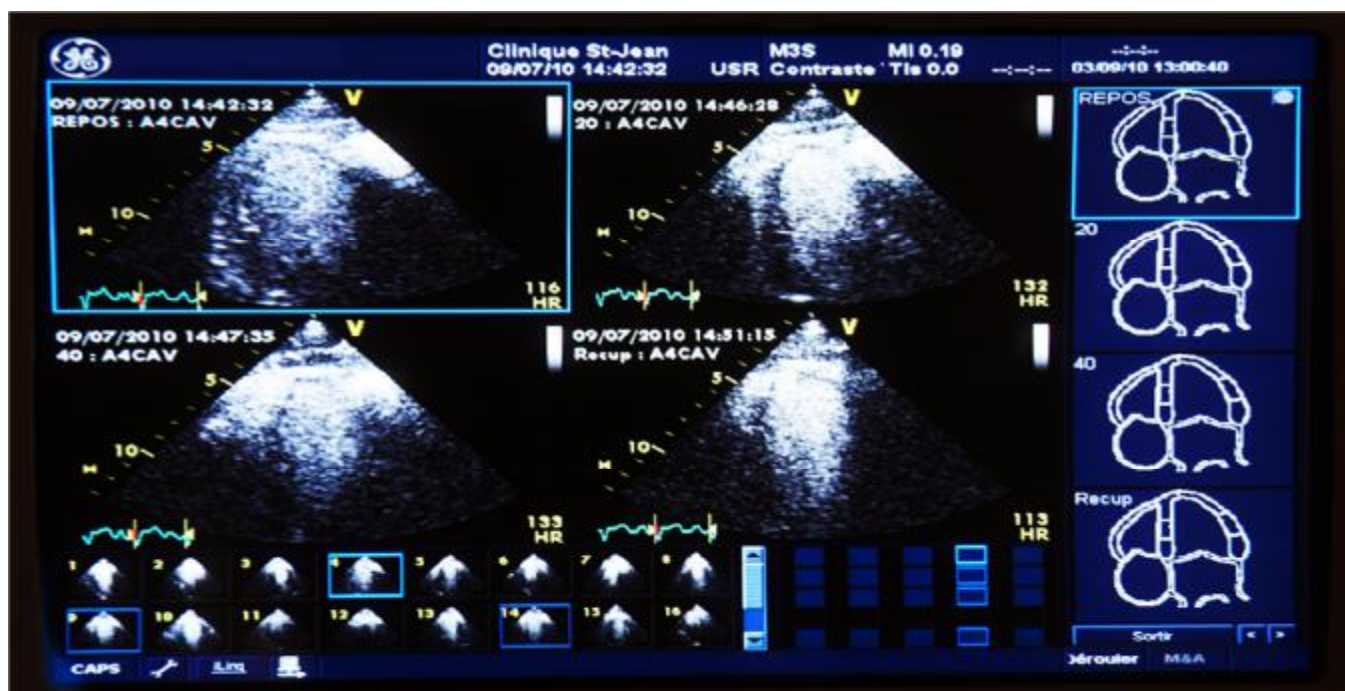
Image {14} qui représente une échographie d'effort.
